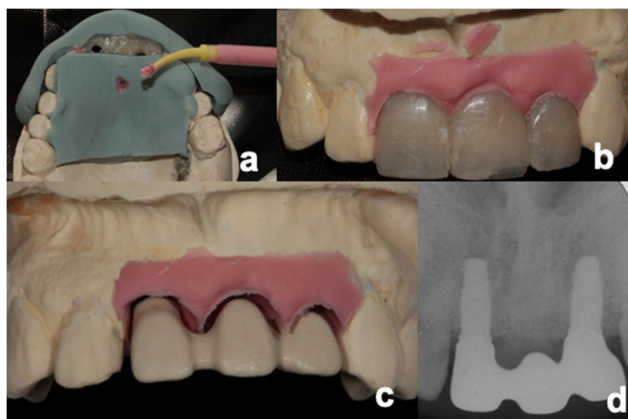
a) y b) Transferencia de los nuevos perfiles emergencia con ayuda del provisional al modelo maestro. c) Prueba de estructura metálica opacada d) radiografía de verificación de asentamiento de la estructura metálica.
